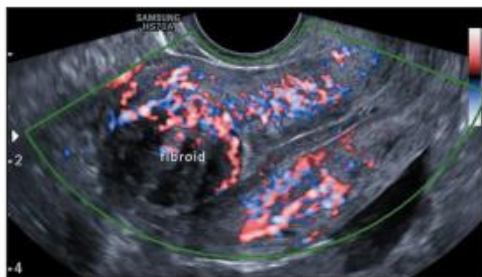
Transvaginal color Doppler ultrasound image showing a submucosal fibroid with circumferential vascularity.
